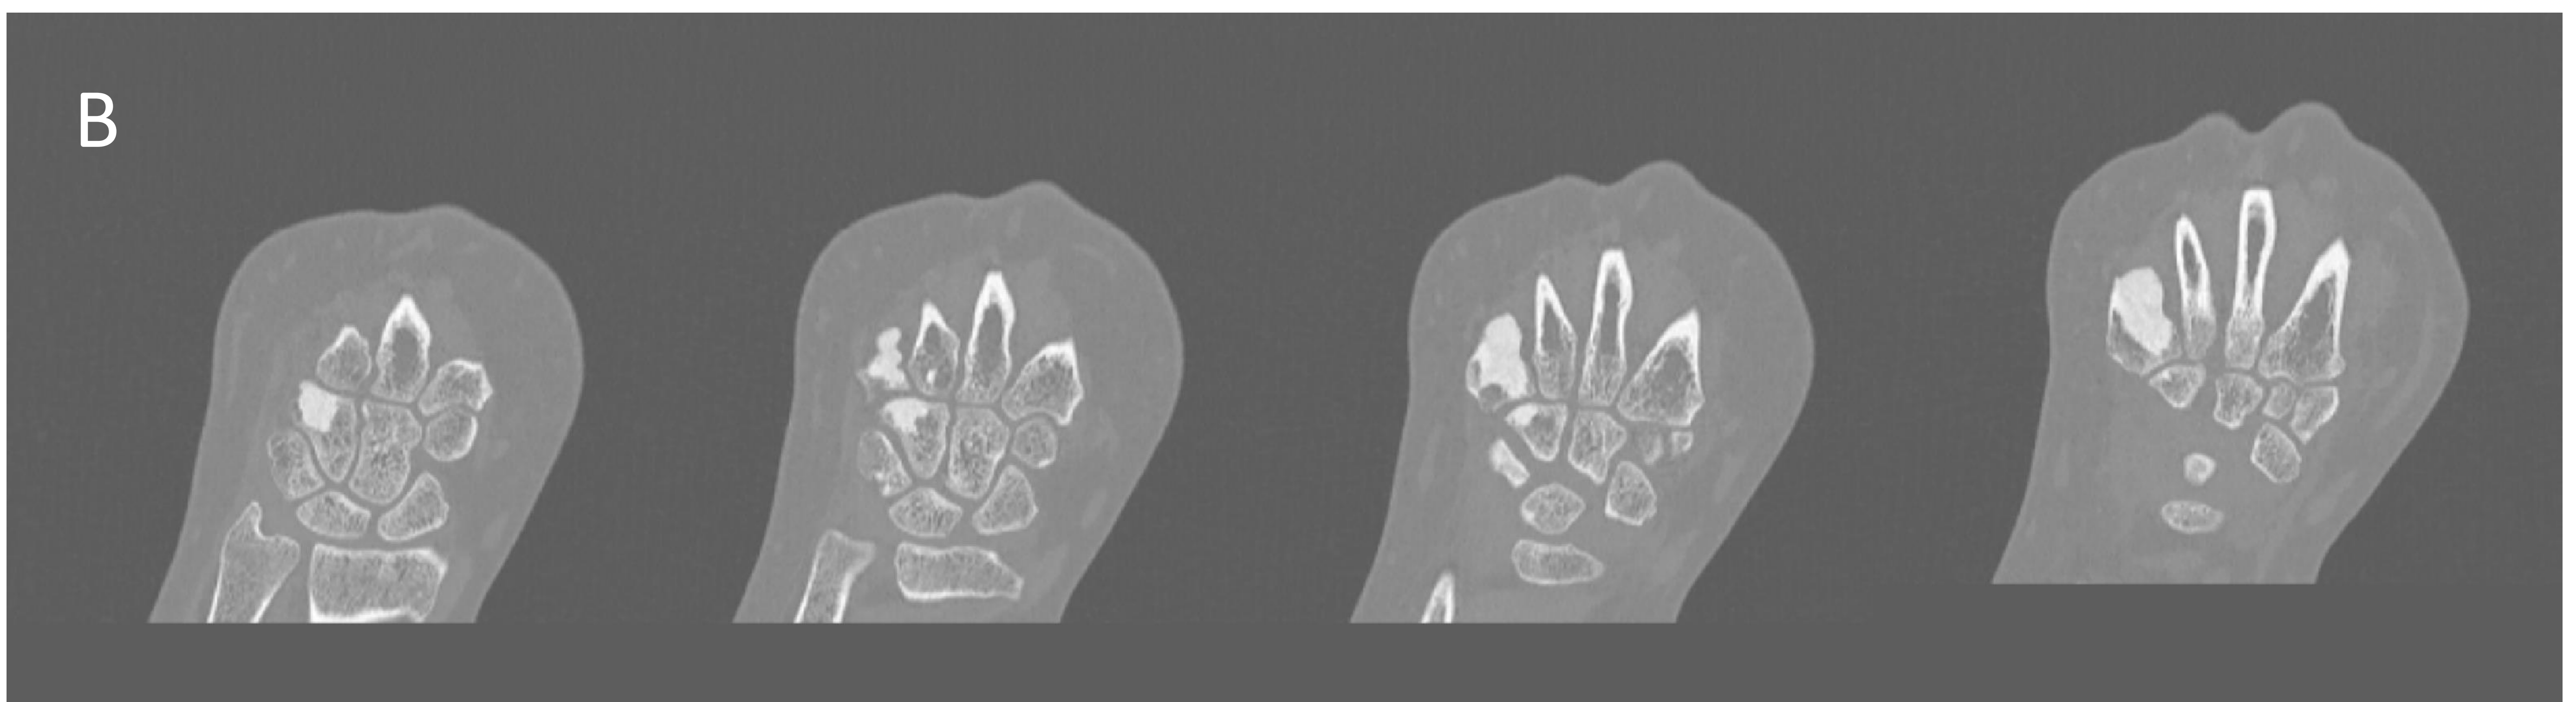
Melorreostosis mano. Rx simple (A) , TC coronal (B) y reconstrucción 3D (C) de mano derecha con afectación osteoblástica polioestótica (quinto metacarpiano y ganchoso) de características no agresivas.
